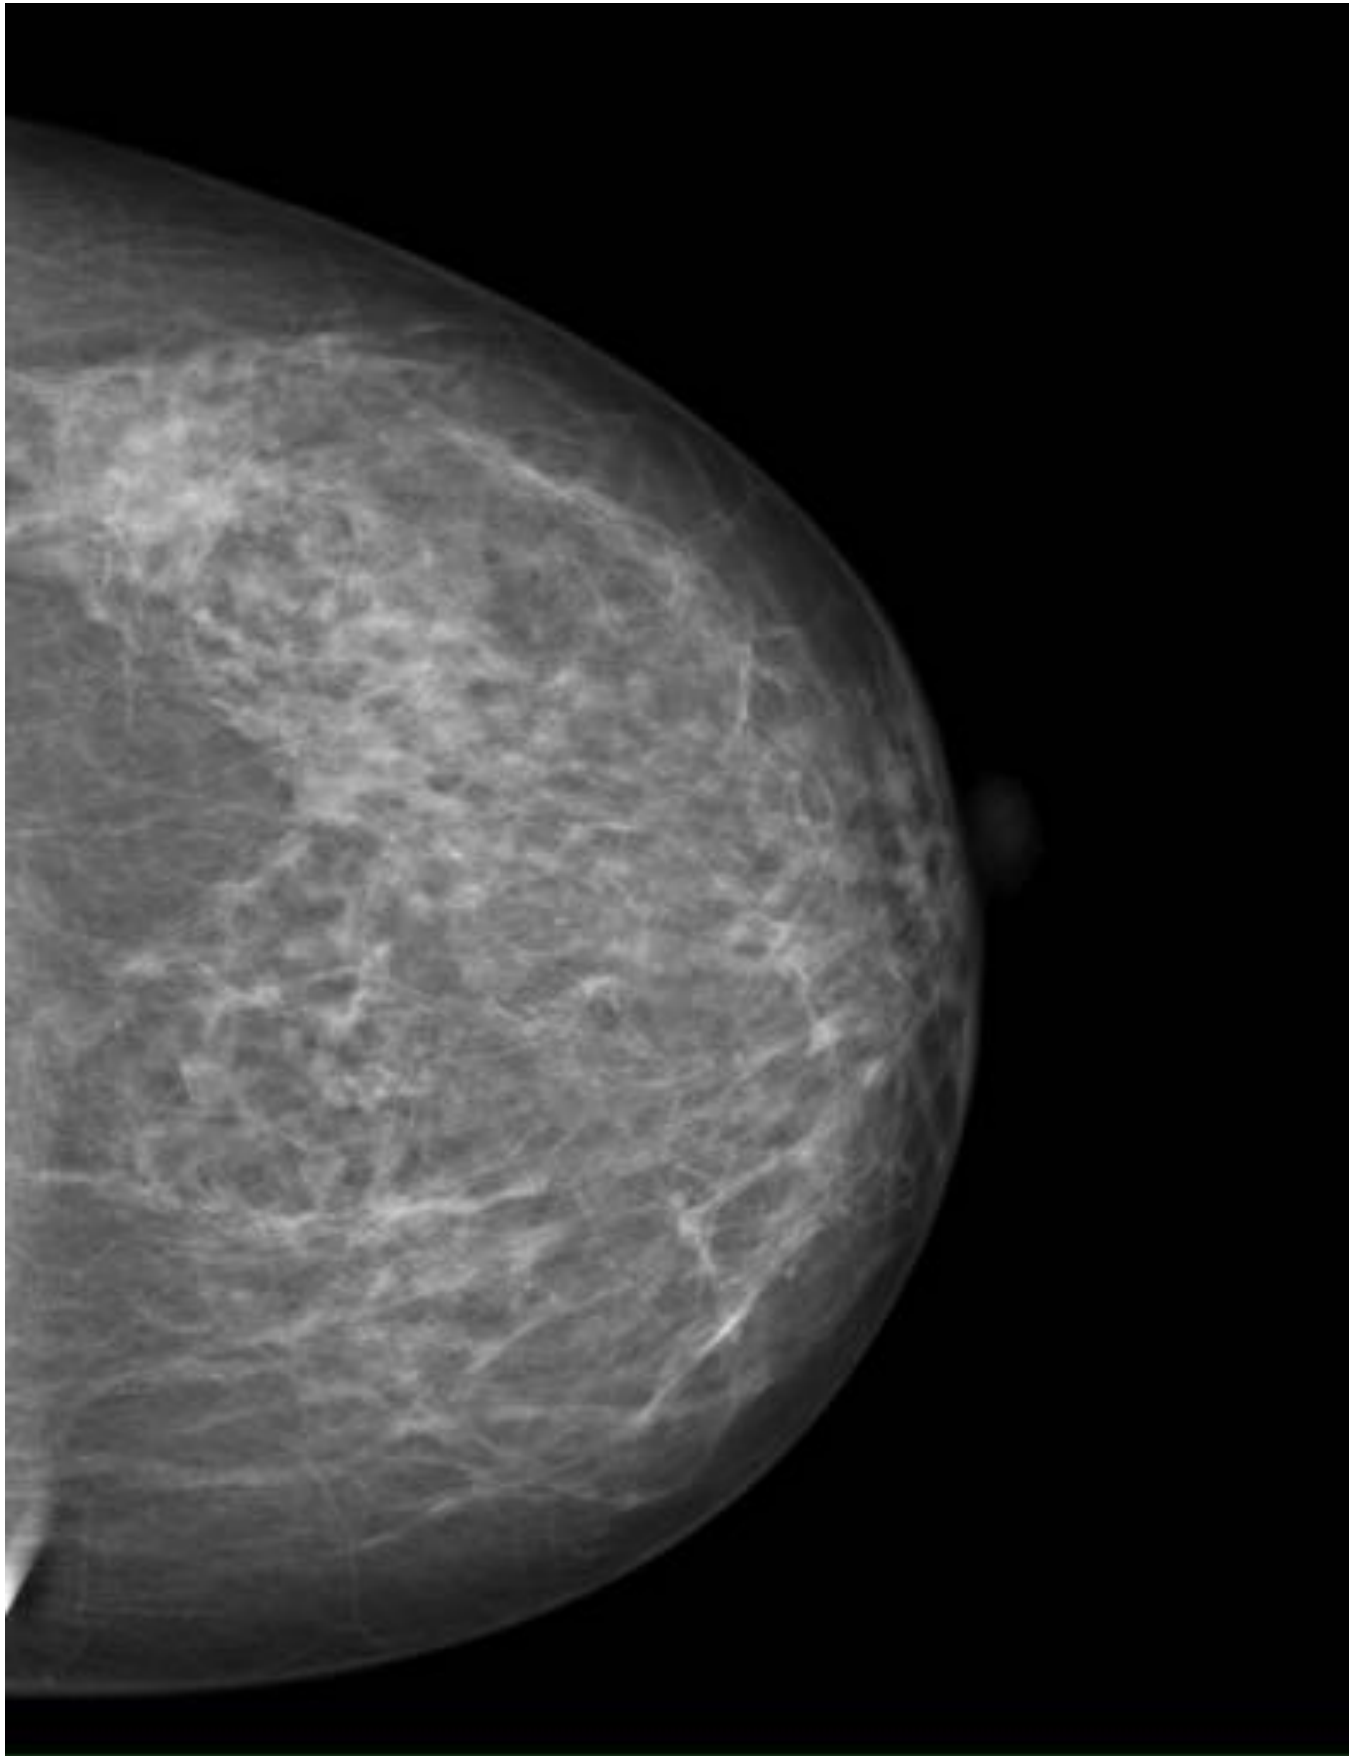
Proyección CC de Mama izquierda. RM de CLI visualizado en Mamografía como distorsión de la lesión en esta técnica de imagen
